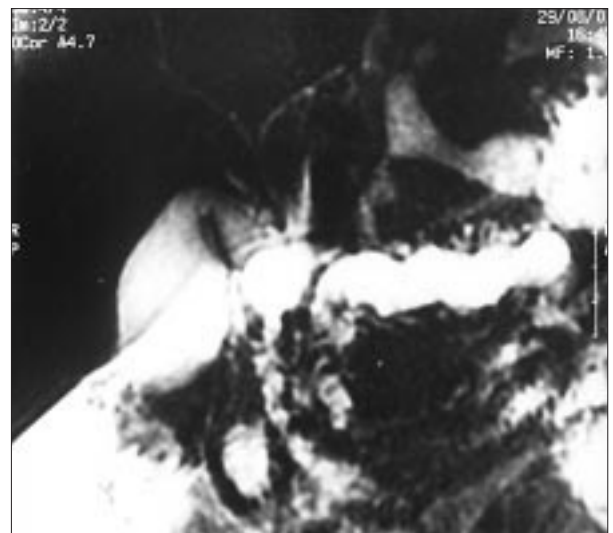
Colangiografía resonancia en la que se observan atrofia generalizada del páncreas con dilatación masiva del conducto de Wirsung, ectasias en los conductos secundarios y presencia de pequeños quistes a nivel de la cabeza pancreática.
